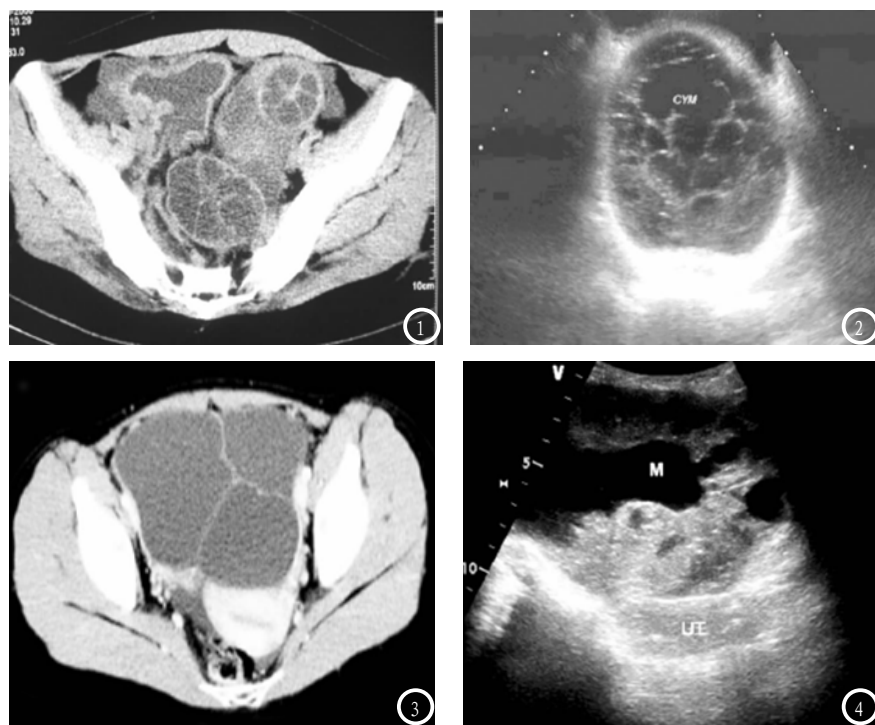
多层螺旋CT与彩色多普勒超声诊断盆腔包虫病图像(图1 多层螺旋CT图像显示多房囊性包块呈车轮状表现;图2 彩超提示盆腔包虫,呈囊连囊征)。图3-4 多层螺旋CT与彩色多普勒超声诊断盆腔卵巢囊腺瘤图像(图3 多层螺旋CT显示盆腔囊实性卵巢腺瘤包块;图4 彩超提示盆腔囊实性包块与囊腺瘤包块)。
